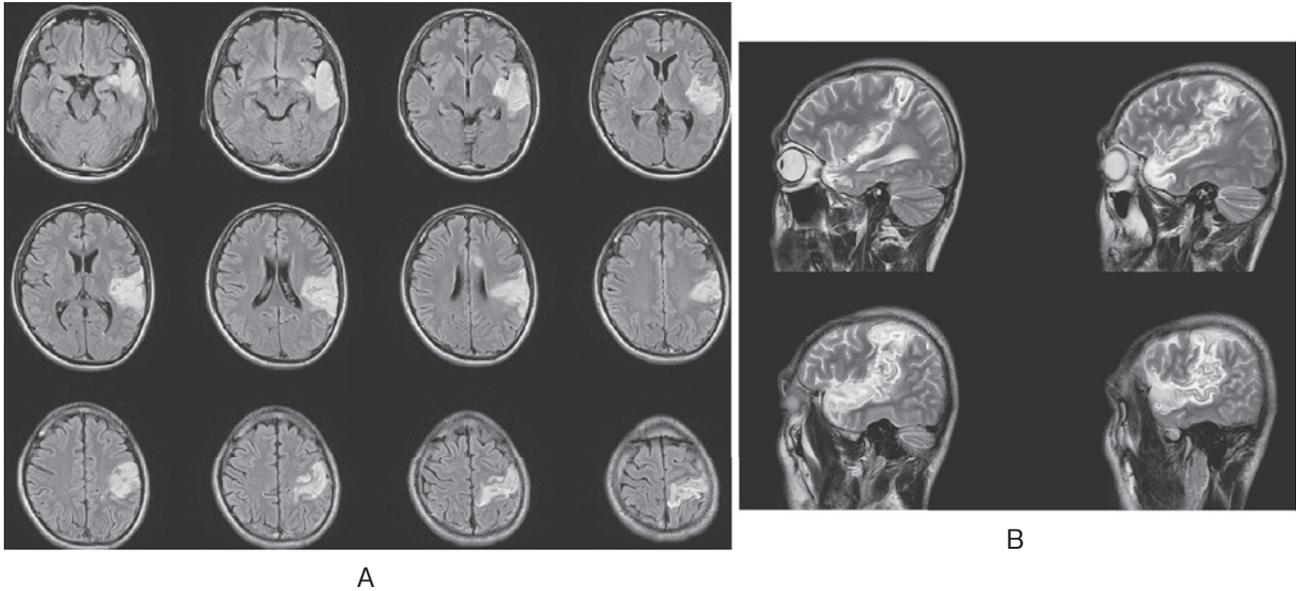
The MRI Flair imaging demonstrates an acute infarction of the left MCA inferior branch area (A). The MRI T₂ weighted sagittal imaging (B) demonstrate demonstrates an acute infarction on left temporal lobe and left parietal lobe (B).
